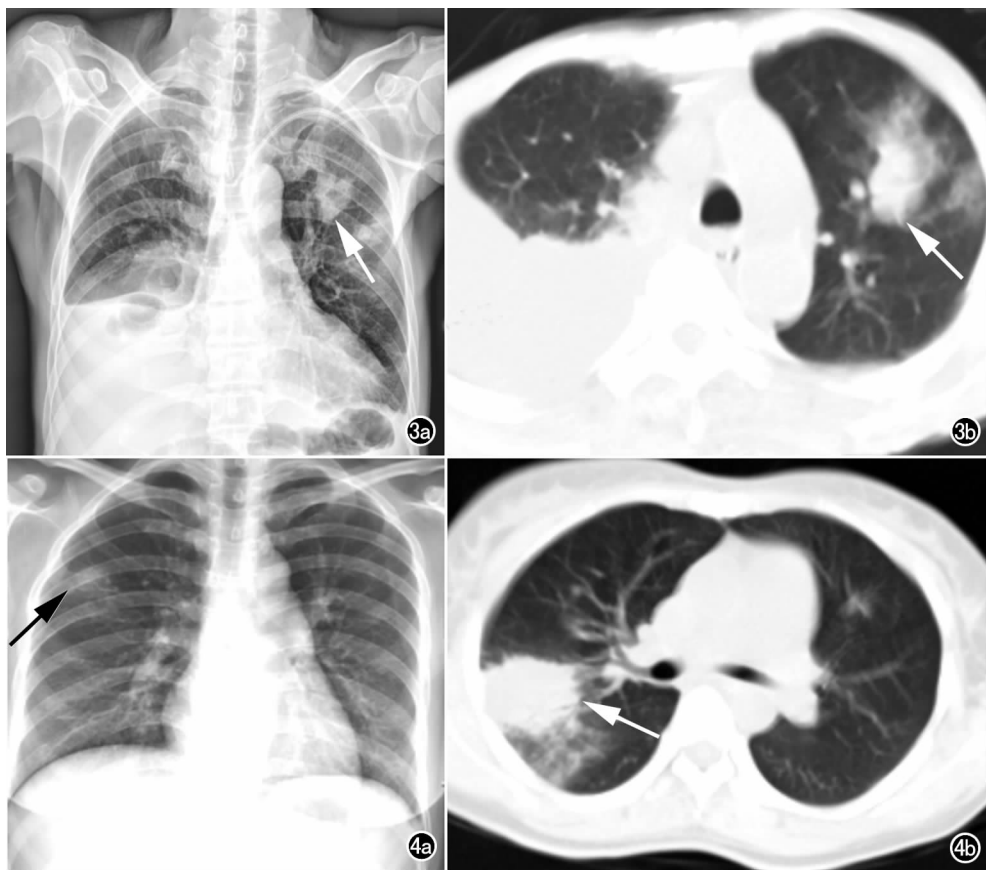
a) X 线片示左上肺形态不规则的团块状影(箭),邻近肺野还有结节状病灶,右侧胸腔有积液; b) CT 示团块状病灶边缘不规整(箭),呈浅分叶状,周围有渗出性磨玻璃样模糊影。
